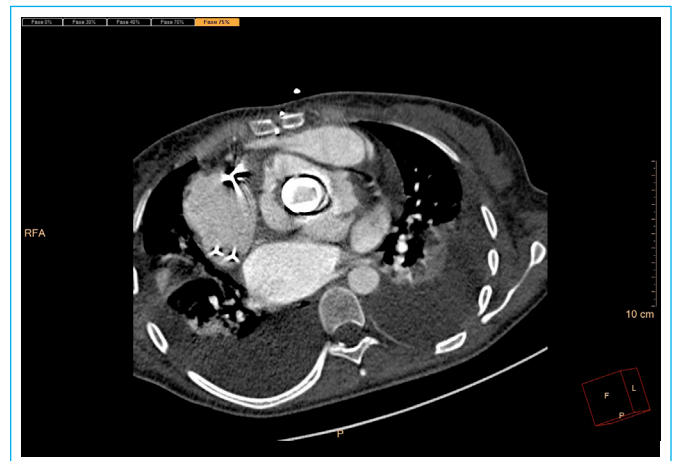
Angio-tomografía gatillada en plano axial. En ella se observa la posición de la prótesis suelta en la raíz aórtica.
